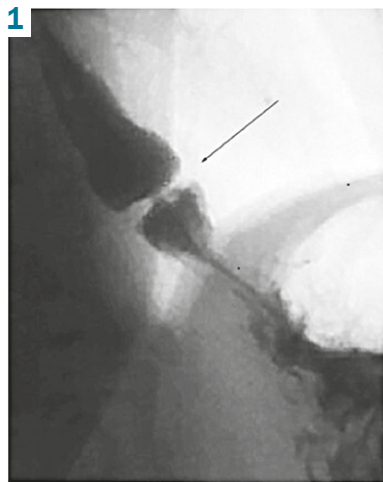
Рентгенограма хворого з пептичною стриктурою стравоходу.
